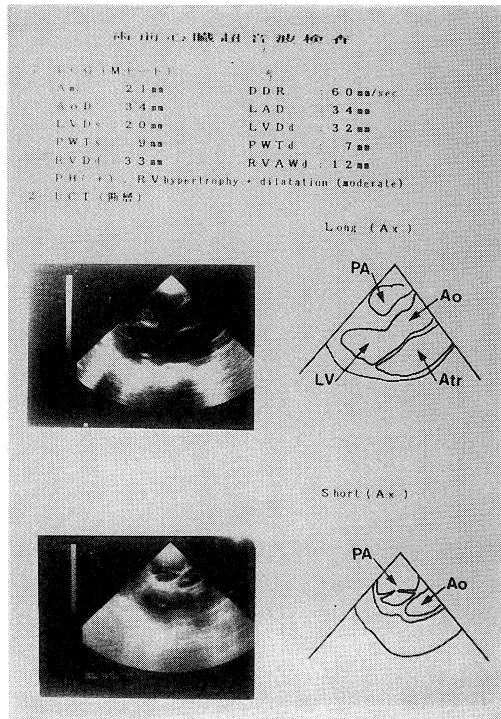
Preoperative M mode echocardiogram
